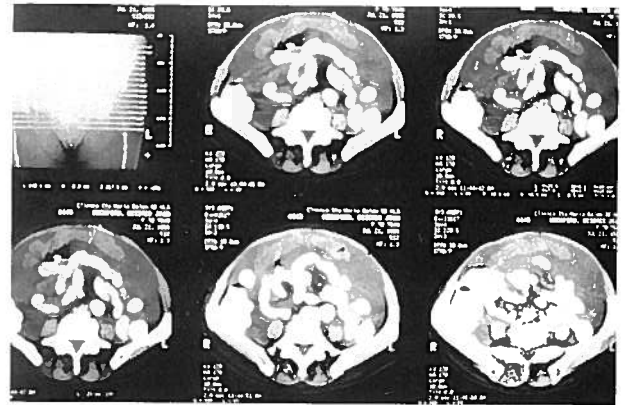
TAC abdominal mostrando ascite volumosa e espessamento do peritoneu do tipo omental cake
